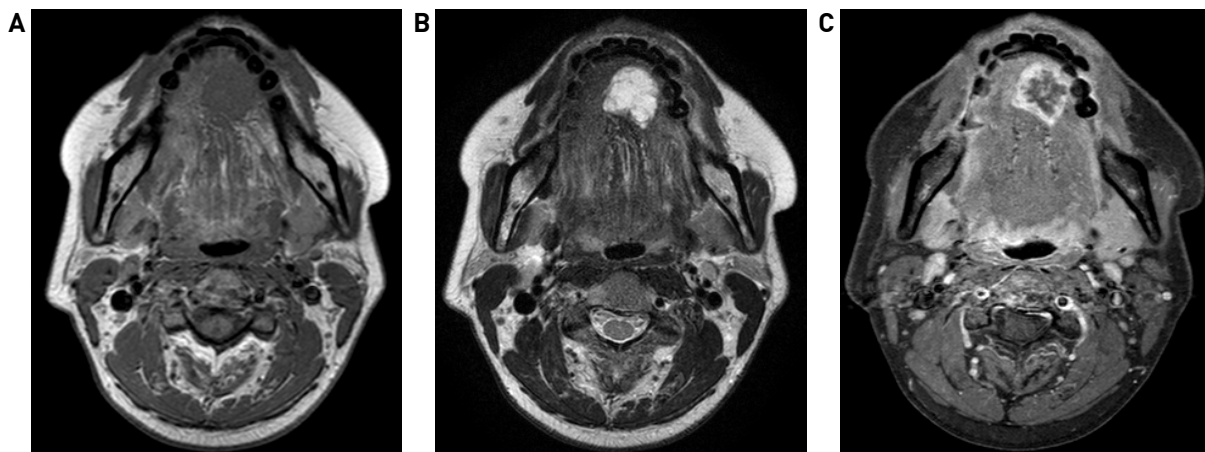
Preoperative MRI images. These MRI images show 23 x 22 x 20mm T1 low(A), T2 high(B), peripheral enhancing mass(C) in oral tongue.
